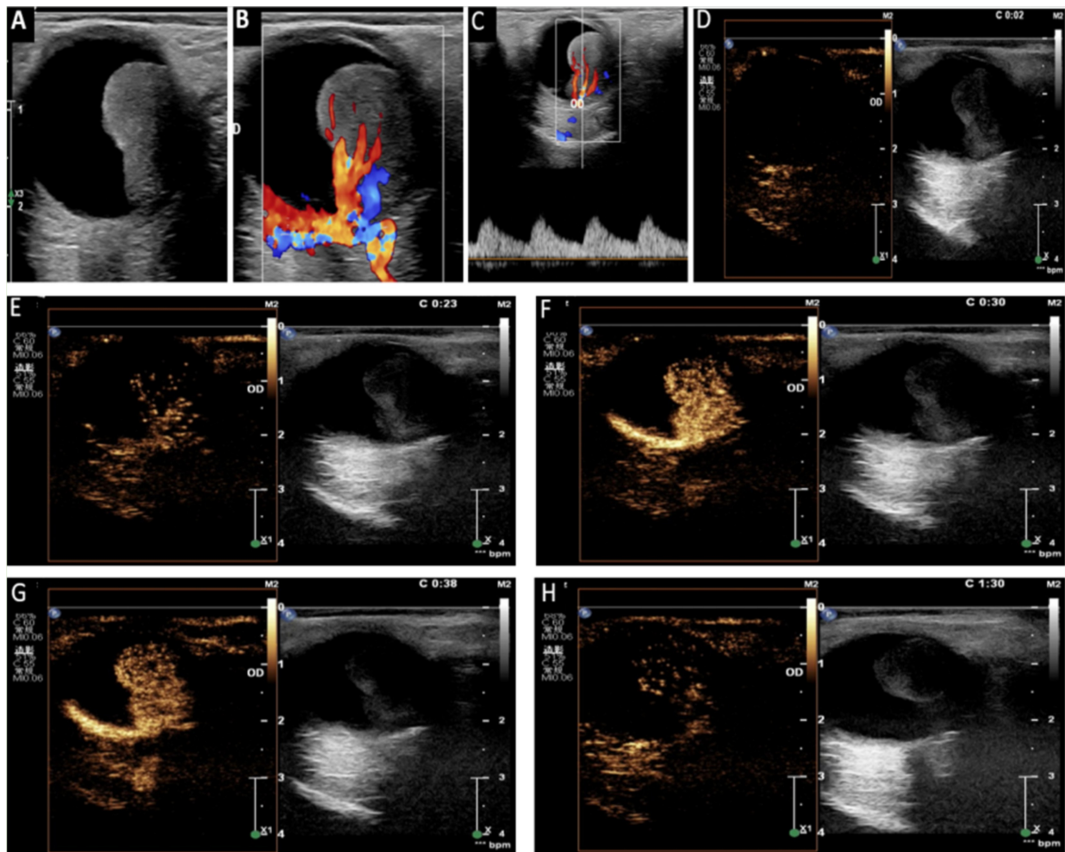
脉络膜黑色素瘤造影典型病例,男,61岁,左眼视物遮挡1mo A:造影前二维超声;B:造影前彩色多普勒 CDFI;C:造影前频谱多普勒 PW;D-H:造影剂注射后图像变化(D:造影前再次确认病变;E:注射造影剂后23s进入病变内;F:早于周边组织增强,呈不均匀高灌注,30s达峰;G:38s造影剂开始消退;H:1'30"基本廓清)。
